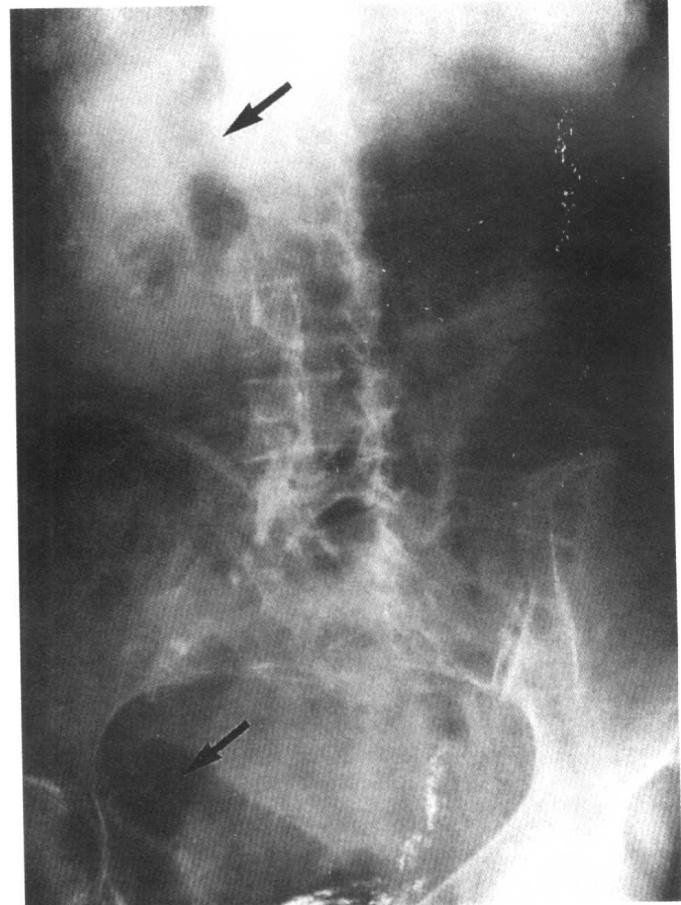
胆石性肠梗阻的平片三联征：(1) 胆树内气体影 (上箭)；(2) 肠梗阻。扩张的小肠内充满气体；(3) 远端小肠内造成梗阻的胆结石 (下箭)。
